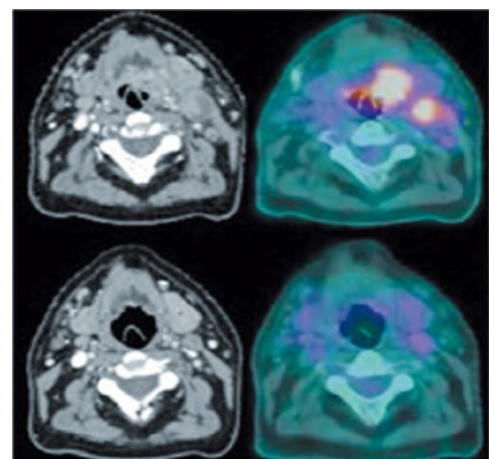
ПЭТ/КТ. Верхний ряд — рак головных связок до проведения лечения, нижний ряд — после химио-лучевой терапии.
